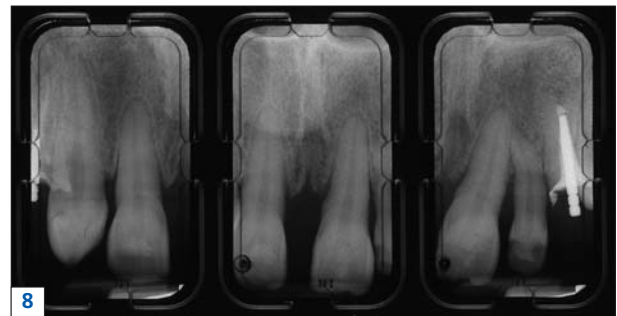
à 11. Parodontite sévère, malocclusion de classe II 1 avec supraclusion incisive, agénésie de 12 et migrations secondaires. Vue antérieure (fig. 7). Radiographies des incisives maxillaires (fig. 8). Minivis en place (fig. 9). Radiographie avec minivis en place (noter les résorptions radiculaires) (fig. 10). Situation clinique post-orthodontique (fig. 11).
